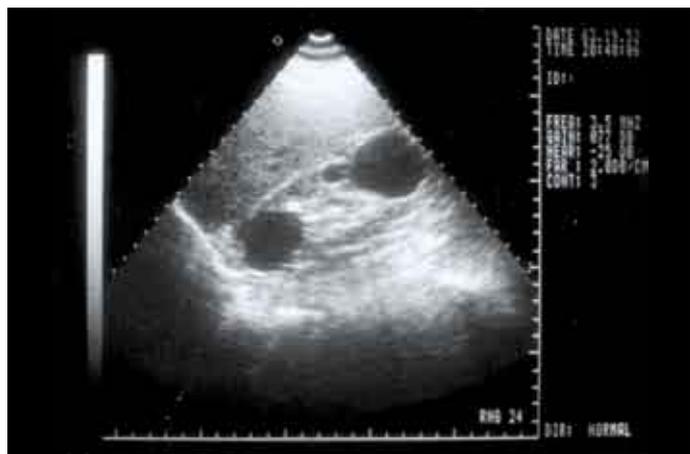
Ecografía de quistes simples renales.
